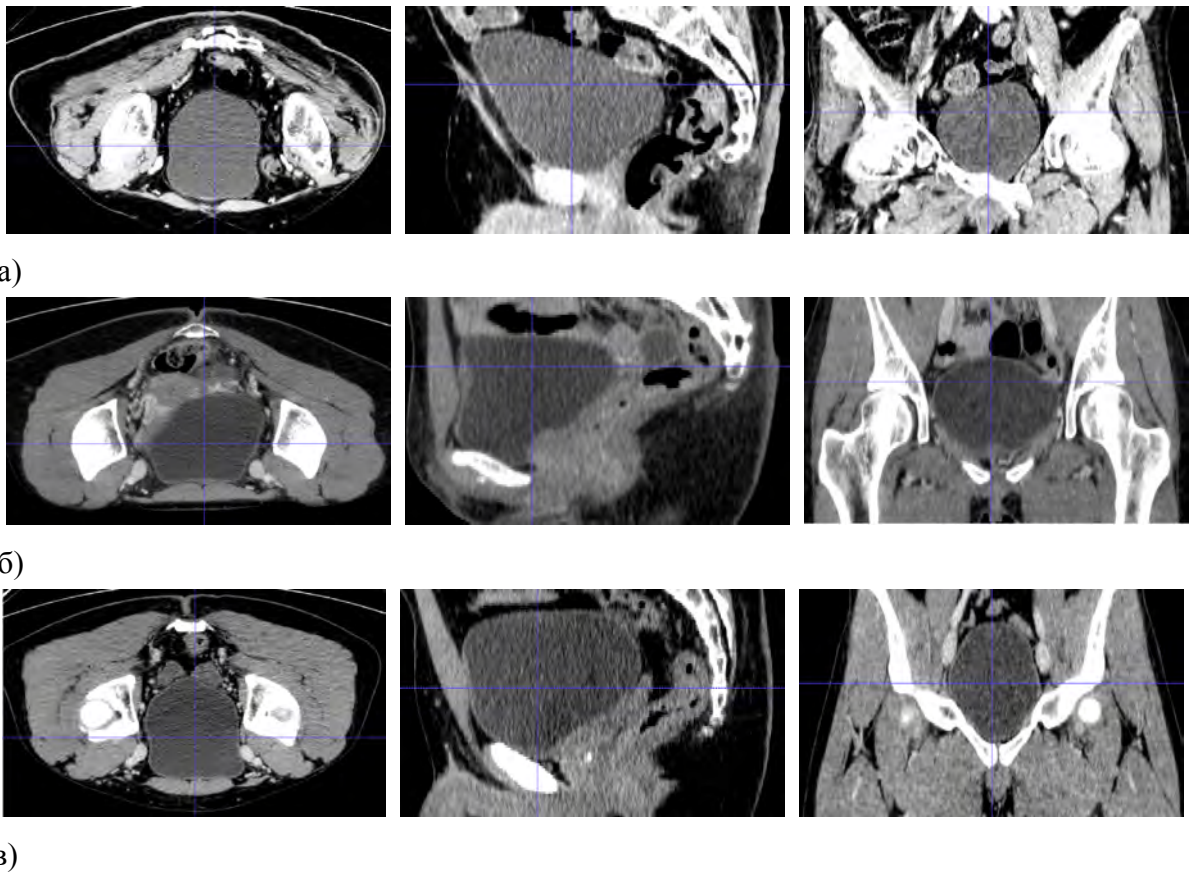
Фрагменты КТ-снимков с изображением мочевого пузыря трёх анонимных пациентов — а, б, в. Для каждого пациента приведены аксиальный, корональный и сагиттальный срезы, курсором в каждом случае обозначена одна и та же точка пространства (источник КТ-изображений — тренировочные данные проекта Visceral [87])
